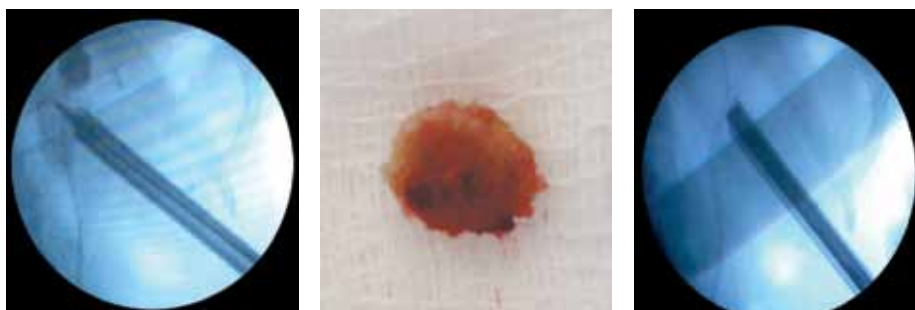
Этапы перкутанной нефролитолапаксии: слева — введение направителя, нефроскопа с кожухом, струны под рентгеновским наведением; в центре — удаленный конкремент правой почки; справа — конкремент отсутствует, виден нефроскоп с кожухом
